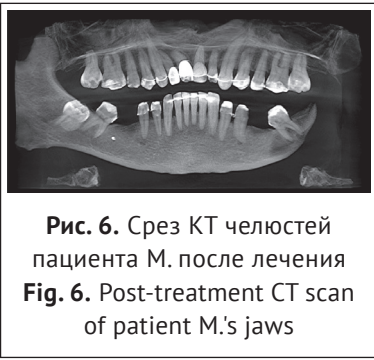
Срез КТ челюстей пациента М. после лечения
